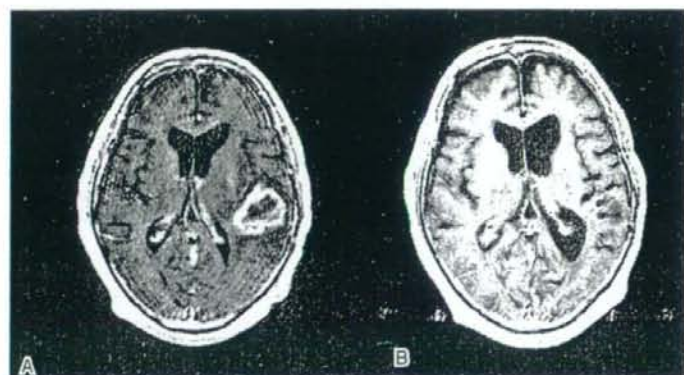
59M, AA grade III. A, B: MRI before (A) and 3 years after (B) TMZ was given for a patient.
